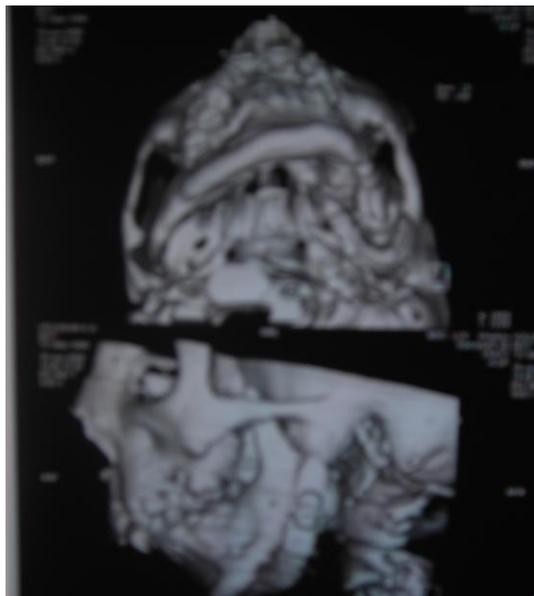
Компьютерная томограмма больного В. через 5 лет после операции.
